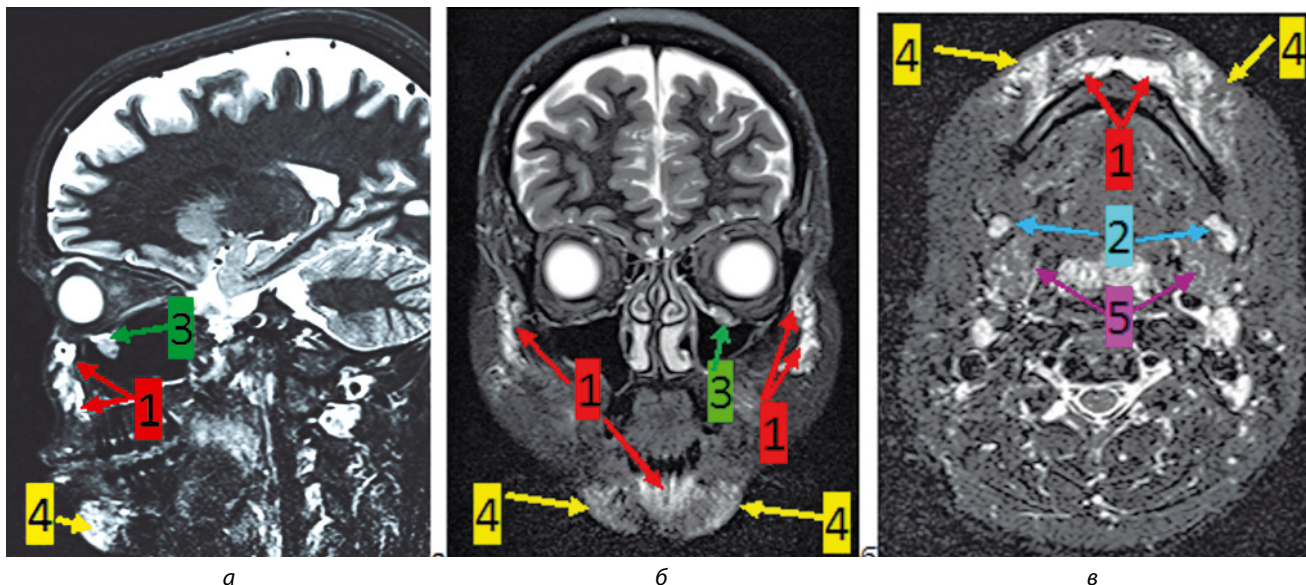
МР-томограммы ЧЛО, взвешенные по T2STIR в нативном виде в сагиттальной проекции на уровне левой носогубной складки (а), во фронтальной проекции на уровне скуловых костей (б), в аксиальной проекции на уровне поднижнечелюстных лимфатических узлов (в). Определяется: 1 – филлер, 2 – поднижнечелюстные лимфатические узлы, 3 – киста в левой верхнечелюстной пазухе, 4 – отек, 5 – поднижнечелюстные слюнные железы
